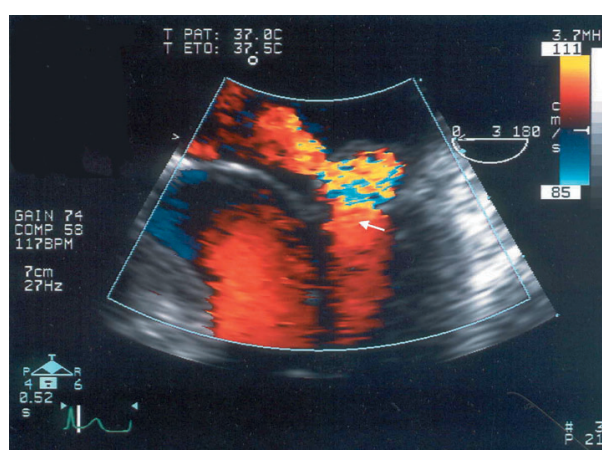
Dissection - perforation du feuillet mitral postérieur (flèche) ; échocardiographie transoesophagienne en mode doppler-couleur (détail correspondant à la figure n° 3) – Endocardite fulminante à *Staphylocoque doré* (cas n° 2).
